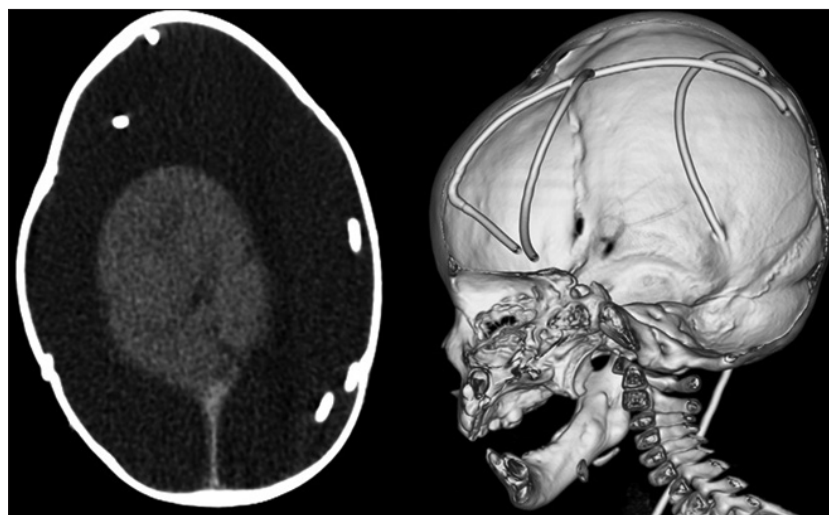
TC de encéfalo en proyección axial (izquierda) que muestra varios segmentos del catéter valvular inmersos en la cavidad hidranencefálica. A la derecha, TC con reconstrucción 3D.
